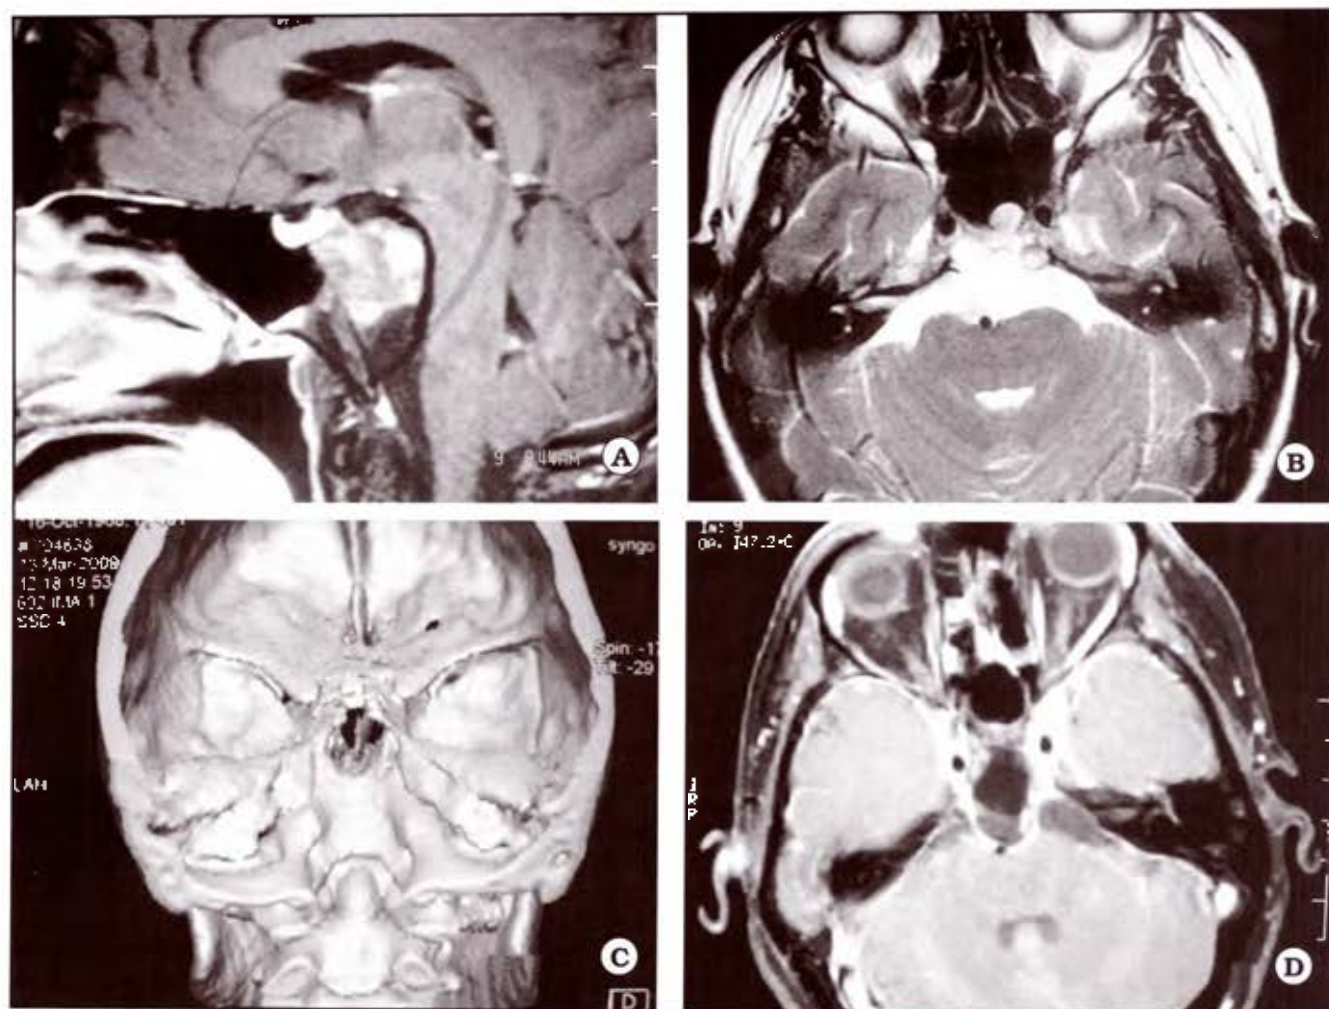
A y B. IRM preoperatoria mostrando cordoma de clivus superior y parte de clivus medio abordado por vía transrotunelar. C. TAC. D. IRM postoperatoria.
